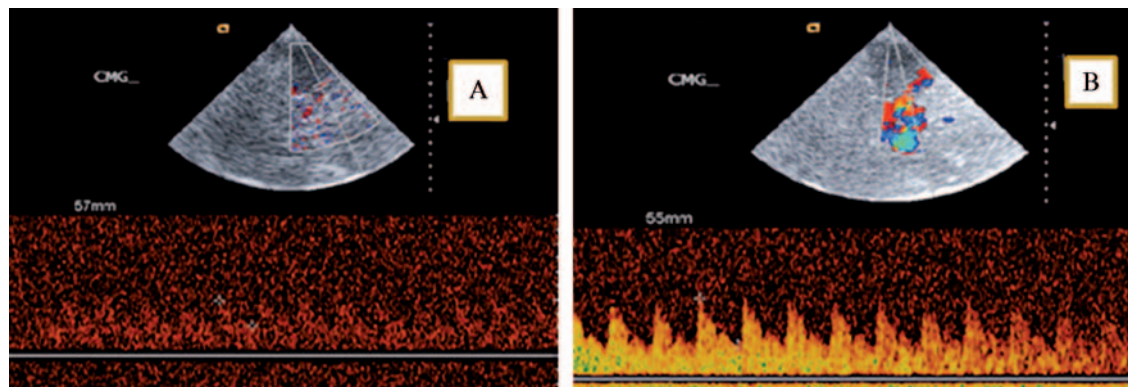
54 years old lady with aphasia and right hemisindrome, the symptoms were preceded by clonic movements of the right side. NIH 12. CT-scan: normal. Before contrast injection (notice the poor Doppler signal) (A). After contrast injection: left middle cerebral artery is much better visualized; notice the change in the Doppler spectrum (B).
